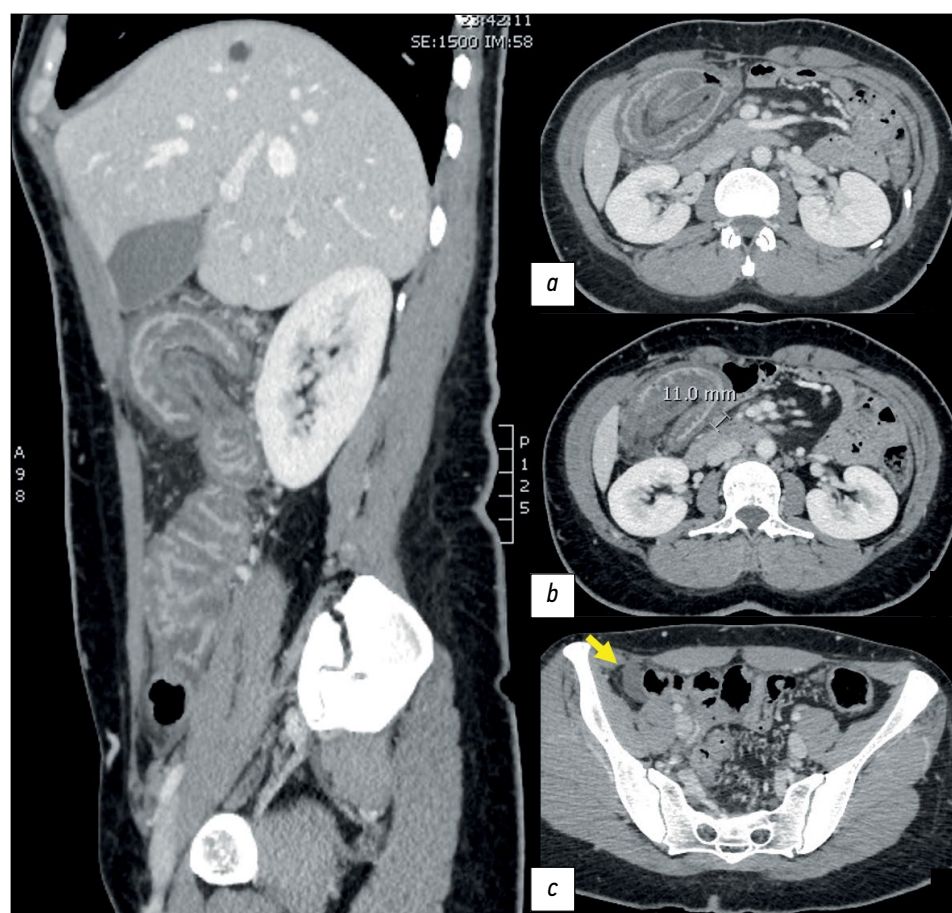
Компьютерная томография брюшной полости, портальная фаза. Мультипланарная сагиттальная реконструкция: *a* — инвагинация кишечника с вовлечением жировой ткани брыжейки и сосудистых структур; *b* — толстые отёчные стенки, тягистое уплотнение жировой клетчатки; *c* — сателлитные узлы (11 мм).
